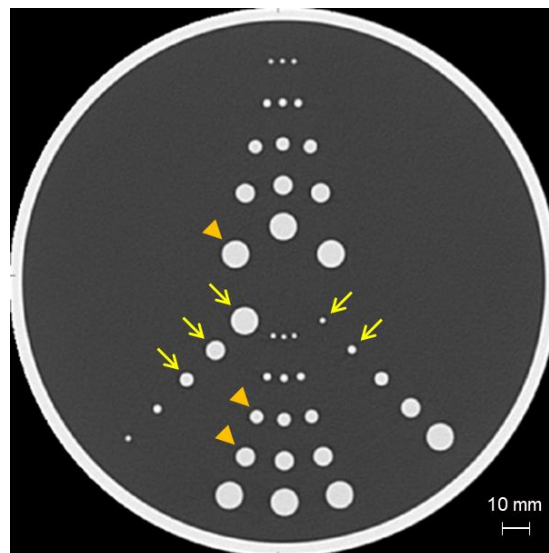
MHT ファントムの CT 画像．直径 200 mm のファントムをガントリ中心に配置し撮影した．直径 2, 3, 5, 7, 10 mm の 5 種類の円柱 (矢印) は窓関数の調整パラメータの最適化に使用した．直径 5, 7, 10 mm の 3 種類の球体 (三角) は第 2 章 2-5 で使用する．
